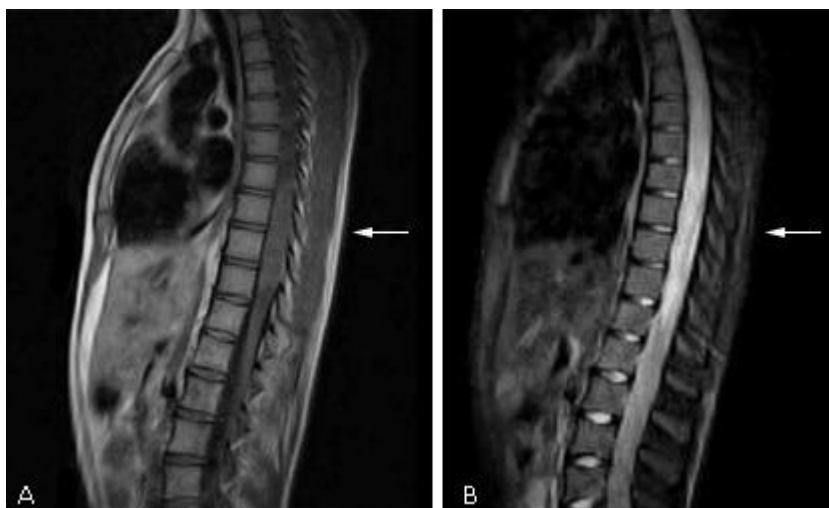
Imagen de resonancia magnética de columna dorsolumbar. A) T1 sagital. Engrosamiento del cordón medular desde D7 a D10, B) Fast-STIR. Hiperintensidad del cordón medular desde D6 a D11.
